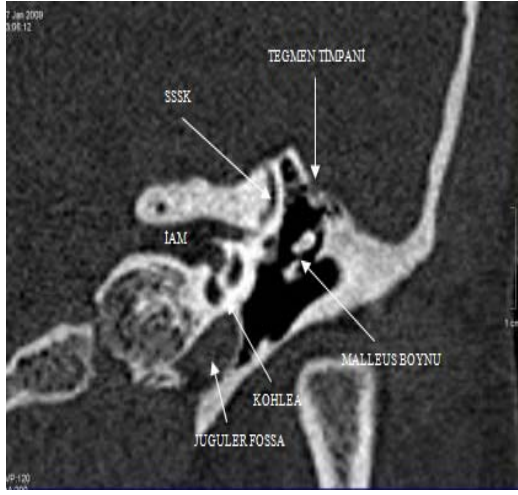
' de internal akustik kanal düzeyinden geçen koronal BT kesitlerini izliyoruz (şekil 3).
